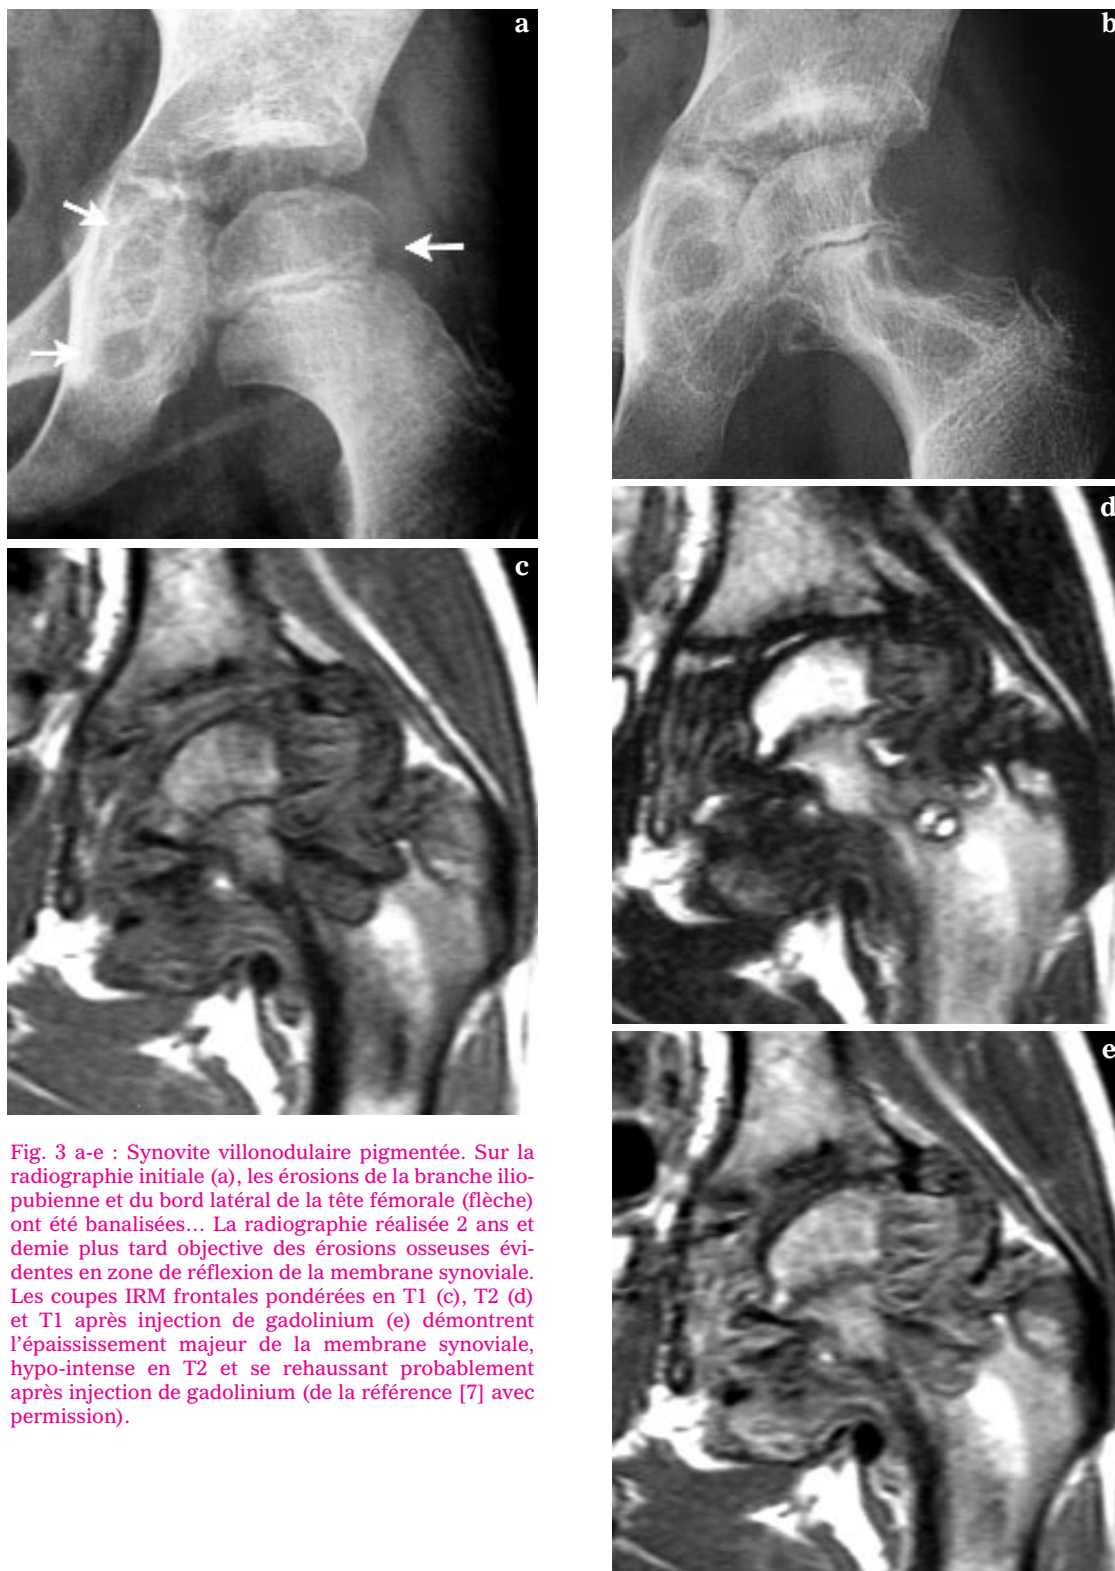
a-e : Synovite villonodulaire pigmentée. Sur la radiographie initiale (a), les érosions de la branche ilio-pubienne et du bord latéral de la tête fémorale (flèche) ont été banalisées... La radiographie réalisée 2 ans et demie plus tard objective des érosions osseuses évidentes en zone de réflexion de la membrane synoviale. Les coupes IRM frontales pondérées en T1 (c), T2 (d) et T1 après injection de gadolinium (e) démontrent l'épaississement majeur de la membrane synoviale, hypo-intense en T2 et se rehaussant probablement après injection de gadolinium (de la référence [7] avec permission).
